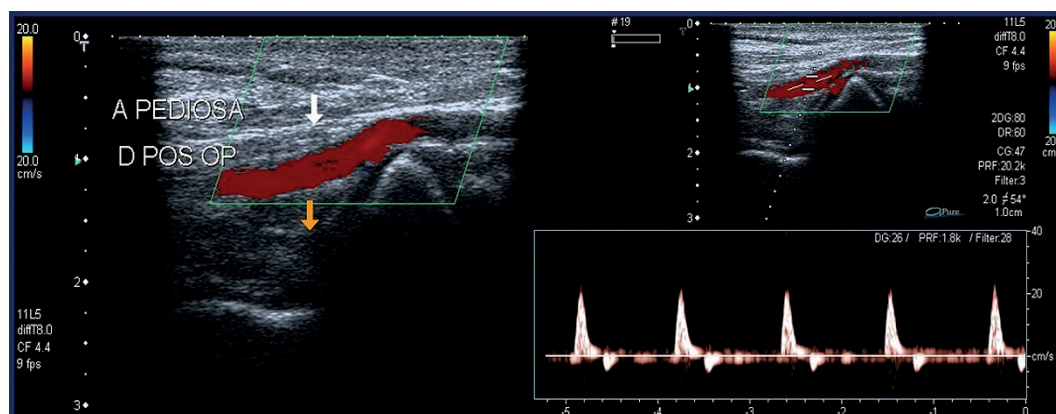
Ultrassonografia de controle no pós-operatório. A: ausência do aneurisma e patência arterial com fluxo preservado ao Doppler colorido; B: fluxo multifásico na artéria dorsal do pé ao Doppler espectral.
